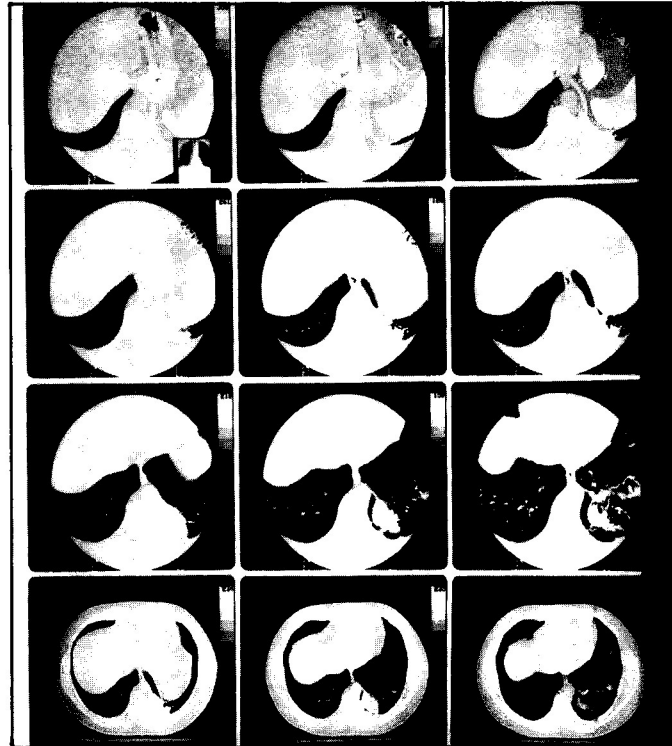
Tomografia axial computadorizada que demonstra a opacidade do lobo inferior esquerdo.
